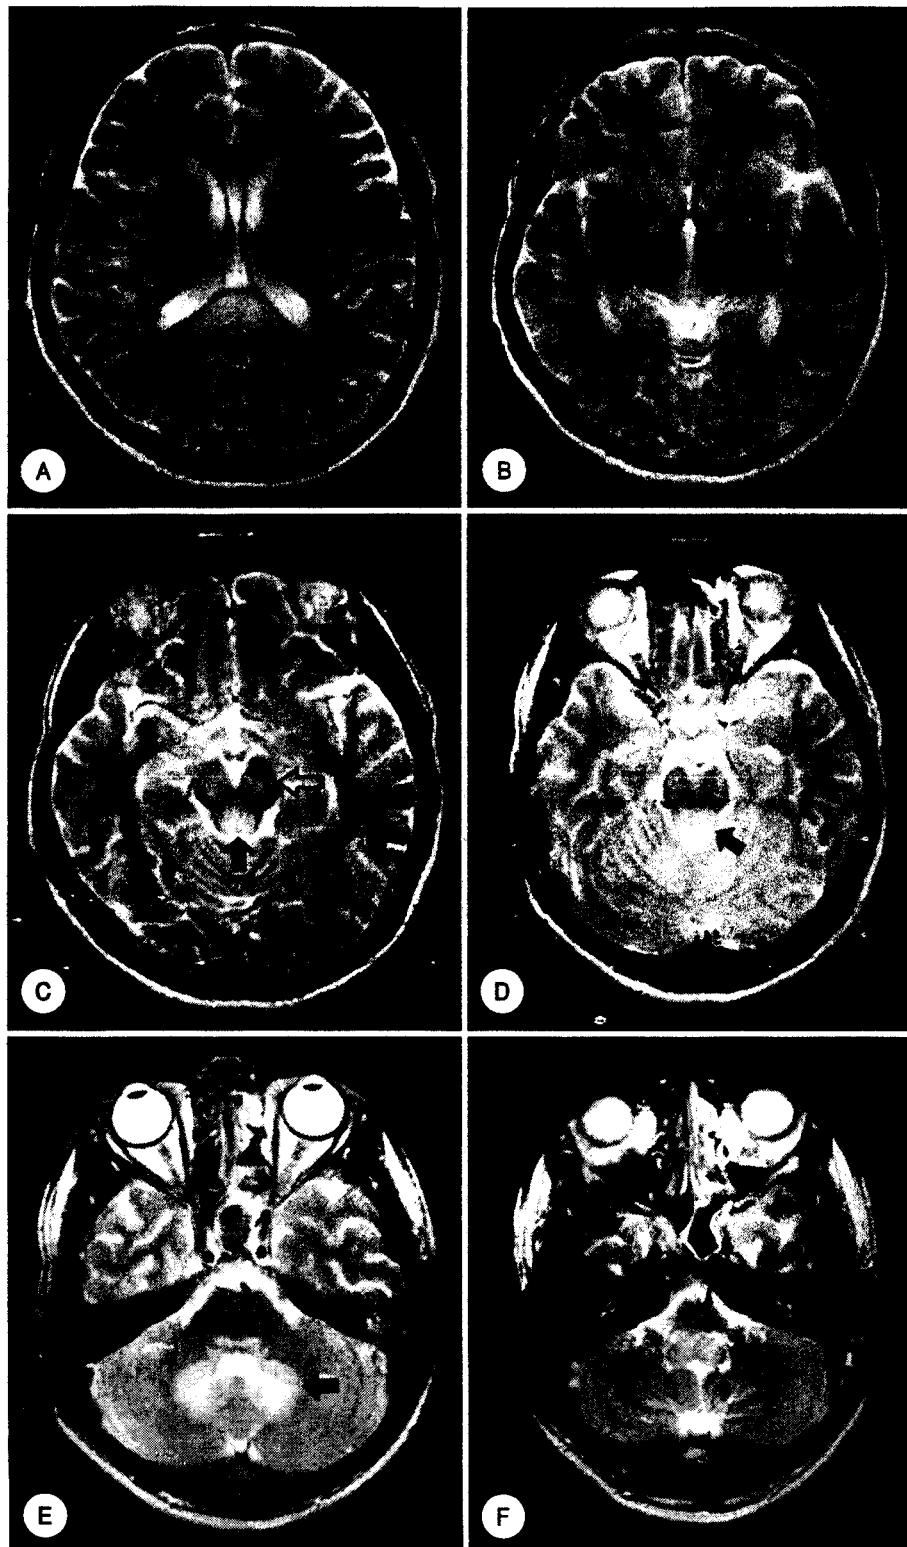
T2 weighted axial MRI of case 1, obtained on the 5th hospital day, show bilateral symmetric high signal intensities in the splenium of corpus callosum (A), the globus pallidus (B), the quadrigeminal plate (C, closed arrow), the periaqueductal gray matter (C, open arrow), the red nucleus (C, open arrow), the substantia nigra (C, open arrow), the medial lemniscus (C, open arrow), the pontine tegmentum (D), the dentate nucleus (E), and the medullar (F).
